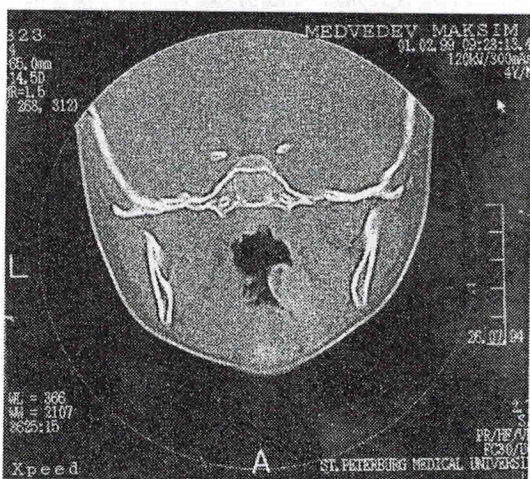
Компьютерная томограмма клиновидных пазух (коронарная проекция) больной 62 года.
